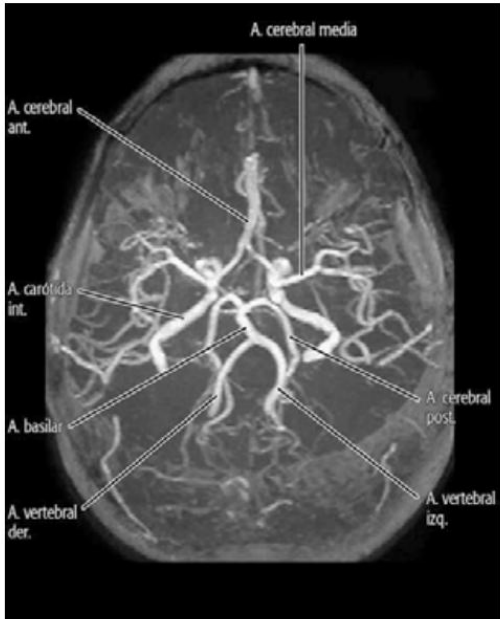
Angiorresonancia de vasos intracraneales. Vista inferior. En el centro de la imagen se visualiza el círculo arterial cerebral.
